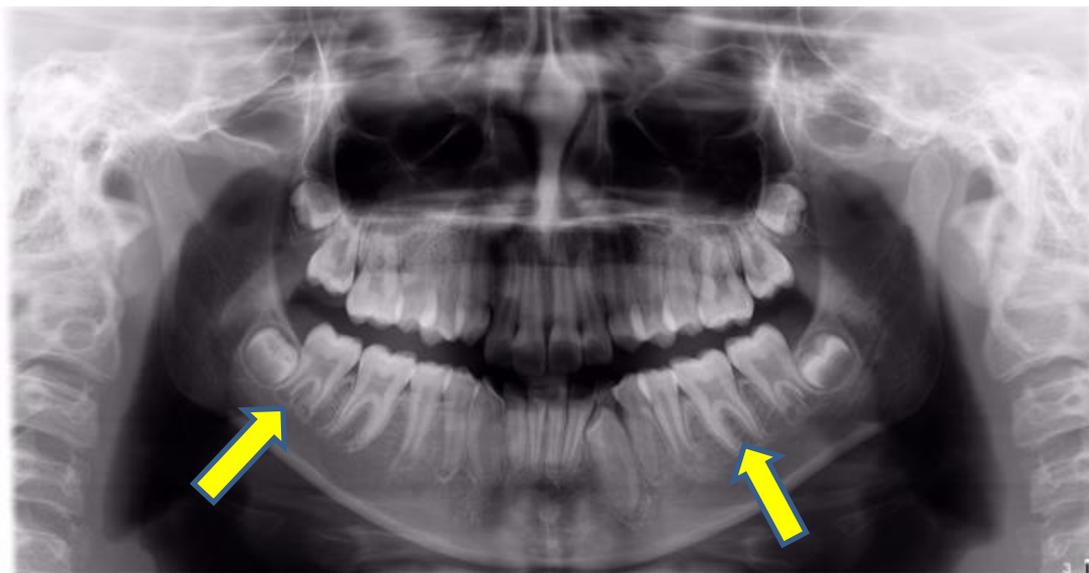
Radiografia de paciente portador de taurodontia nos elementos 37 e 47.
